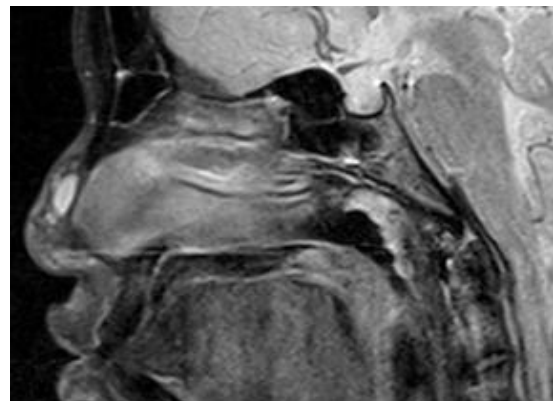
RM de un quiste dermoide nasal
